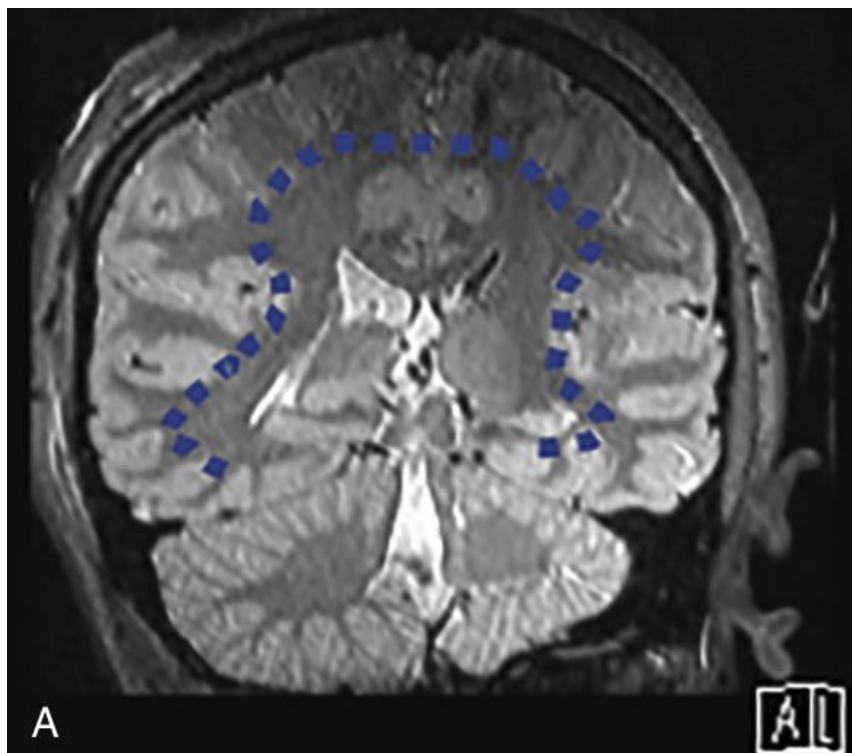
Коронарная МРТ (T2), демонстрирующая поверхностную границу глубинных структур (синяя пунктирная линия); очаги поражения в идеале должны располагаться ниже самой глубокой границы корковой борозды при использовании трубчатых ретракторов (Chaichana K. L. с соавт., 2022 [72])
